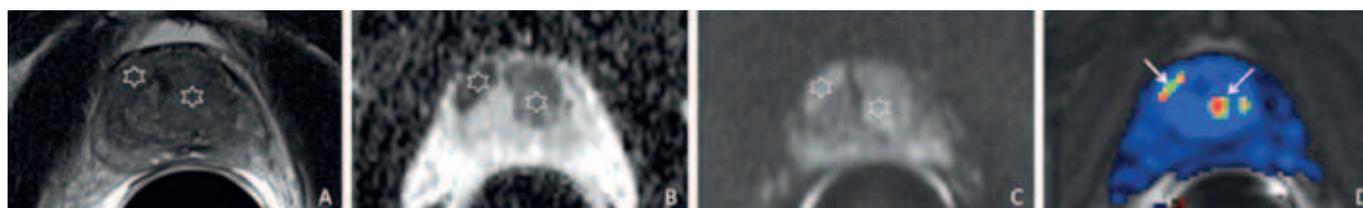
Multiparametrische MRT der Prostata eines 65-jährigen Patienten mit einem karzinomsuspekt ansteigenden Serum-PSA von aktuell 11,9 ng/ml und bisher einmaliger negativer TRUS-gestützter Biopsie vor einem halben Jahr. In der MRT zeigt sich ein ausgedehntes karzinomsuspektes Areal (PI-RADS V) rechtsbetont im anterioren Anteil der Transitionalzone (Sterne). Das suspektes Areal imponiert auf dem morphologischen T2w-Bild (A) als ein die gesunden Strukturen infiltrierender Tumor mit einer eingeschränkten Diffusion (B+C) und mit erhöhten Werten auf der Parameterkarte der dynamischen kontrastmittelgestützten MRT.
